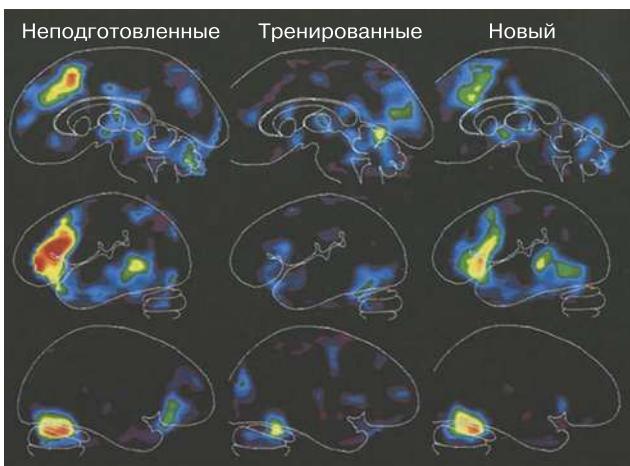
Активация областей мозга на ПЭТ-изображениях при выполнении задания по образованию глаголов. Испытуемому предъявляется серия существительных, составленная экспериментатором, и к каждому слову необходимо придумать подходящий глагол. Контролем к данному заданию служит простое чтение слов с экрана монитора. На рисунке представлены результаты вычитания изображений мозга при разных задачах в трех вариантах (слева направо): выполнение задания нетренированными испытуемыми, испытуемые натренированы на одном списке слов, им предъявлена новая серия существительных. (Источник: Fuster, 2008 из Posner and Raichle, с разрешения.)
